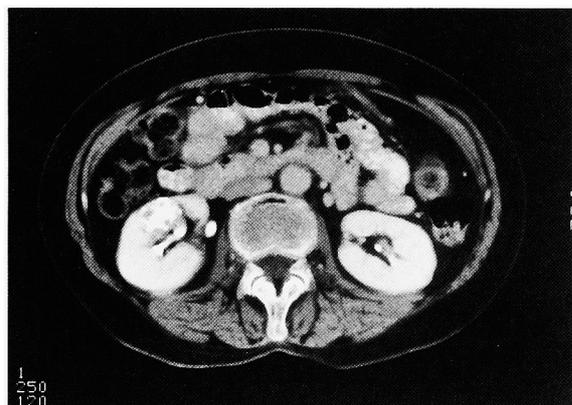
Enhanced computed tomography demonstrated a calcified tumor 2 cm in diameter.
